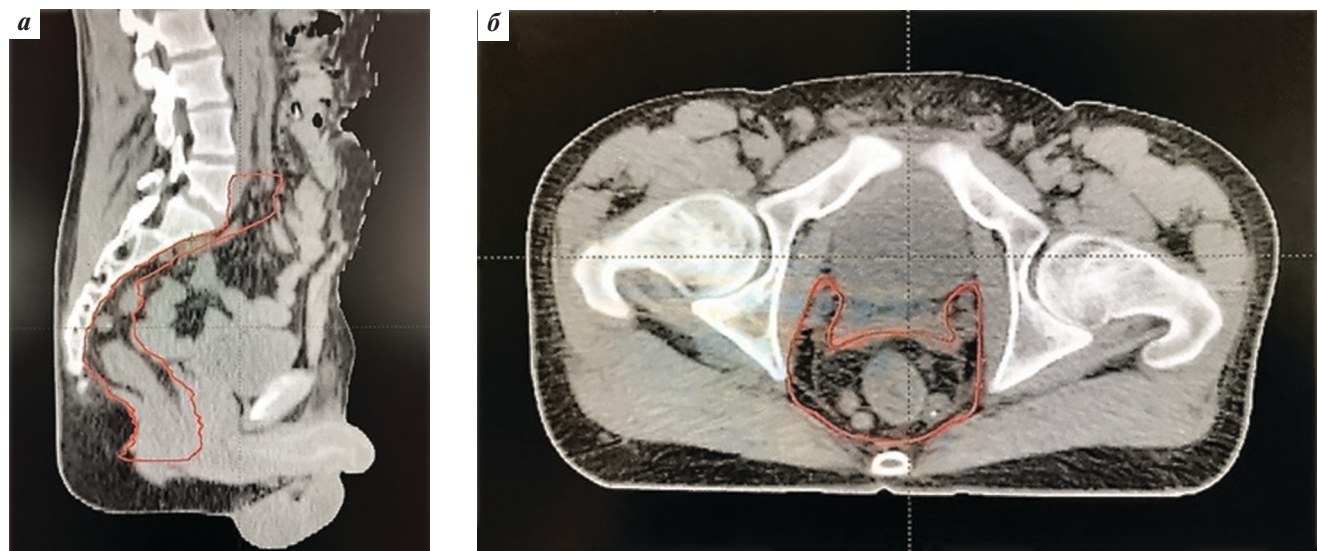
Объем облучения CTV1, СОД 32 Гр: а — на сагиттальном срезе мультиспиральной компьютерной томографии клинический объем CTV1 (красный контур) захватывает весь мезоректум и все регионарные лимфатические узлы прямой кишки; б — на аксиальном срезе на уровне 2 см выше от т. puborectalis клинический объем CTV1 (красный контур) включает первичную опухоль и мезоректальную клетчатку с 4 подозрительными на опухолевое поражение лимфатическими узлами
